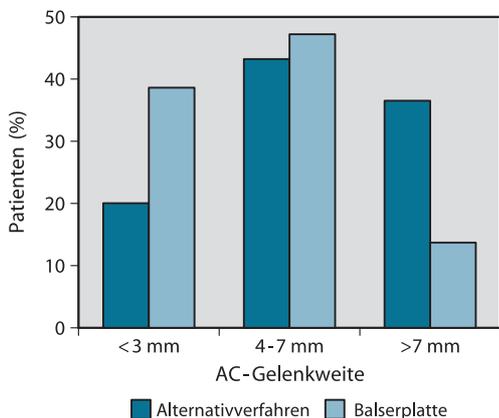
▲ Sonographische Messung der AC-Gelenkweiten mit 10 kg Belastung der beiden Patientengruppen: Balser-Platten-Stabilisierung (hell) vs. Versorgung mit alternativen Verfahren (dunkel). Physiologische Weite nach Balser-Platte 38,6 gegenüber 20%, pathologische Erweiterung über 7 mm nach Balser-Platte 14 gegenüber 36,6%
